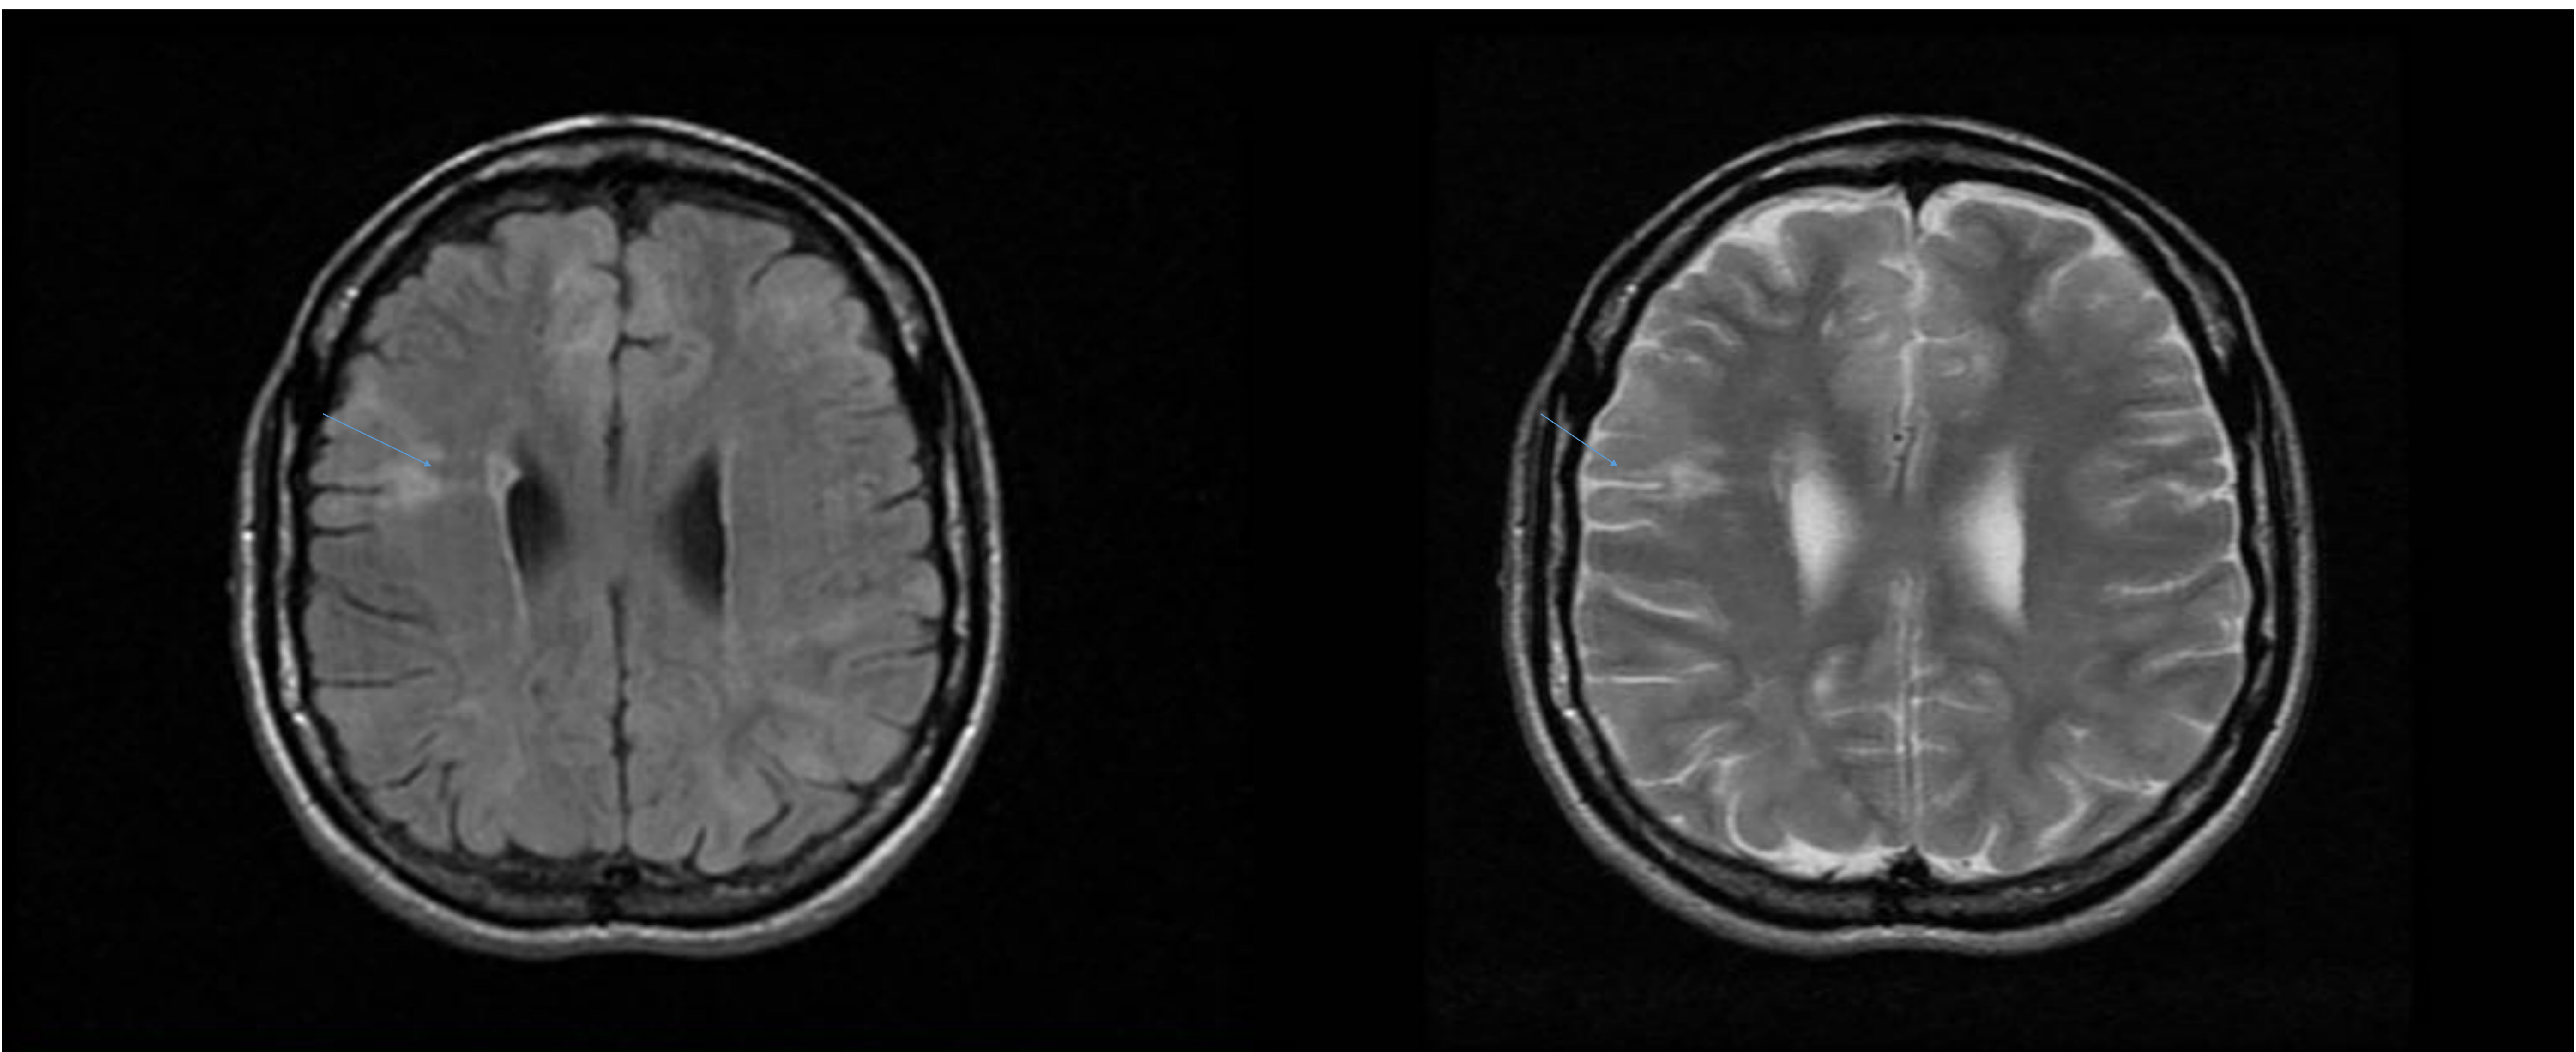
RM axial, se observa formaciones pseudonodulares hiperintensas en T2 (a) y FLAIR (b), localizadas en intersección córtico- subcortical frontales y parietales derecha, en relación con tuberculos corticales (flecha).
